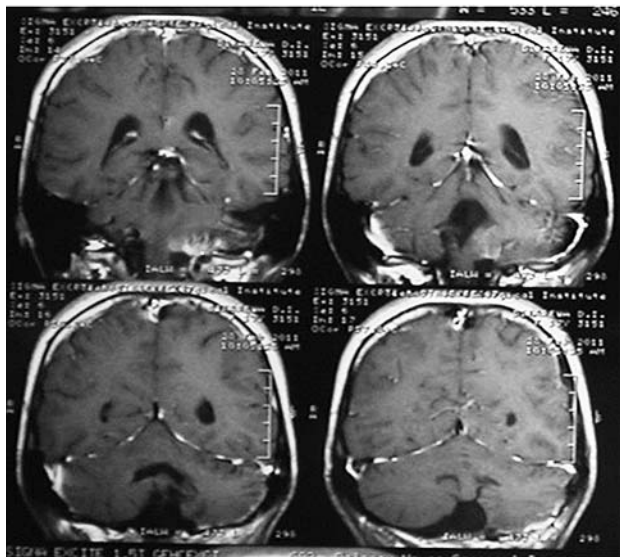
МРТ T1 с контрастированием. Незначительное накопление контрастного вещества в зоне исходного роста опухоли — боковой поверхности продолговатого мозга и моста. Экзофитно-стволовая часть опухоли удалена тотально. Деформация ствола мозга и ножек мозжечка устранена
